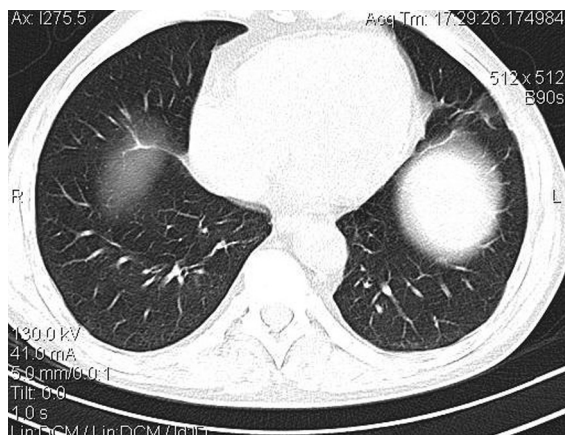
Компьютерная томограмма легких больного ХБП II стадии.
